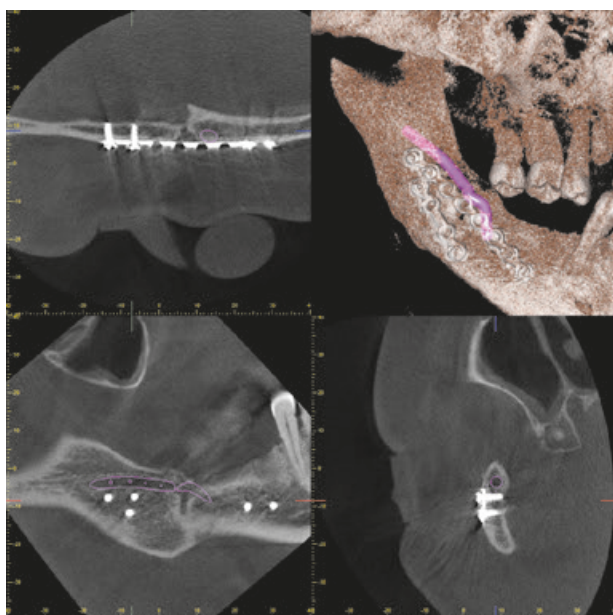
Конусно-променева комп'ютерна томографія нижньої щелепи пацієнтки К. віком 32 роки.
